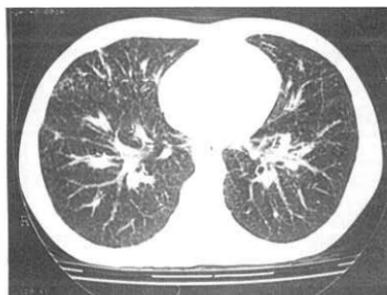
Corte axial de tomografía computada con alta resolución que confirma la lesión septal y la presencia de bulas
